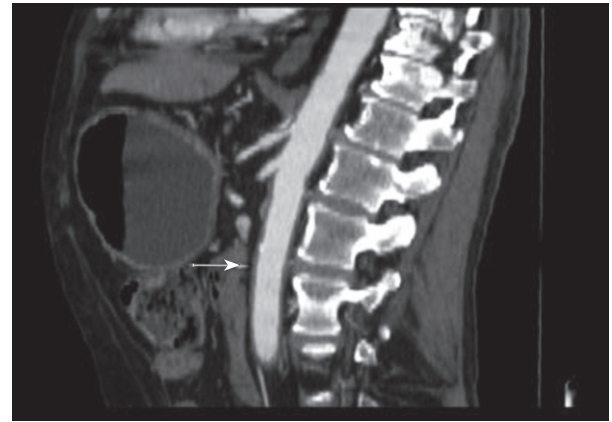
TC, corte longitudinal donde se aprecia extenso engrosamiento de pared de aorta abdominal. (Flecha)
